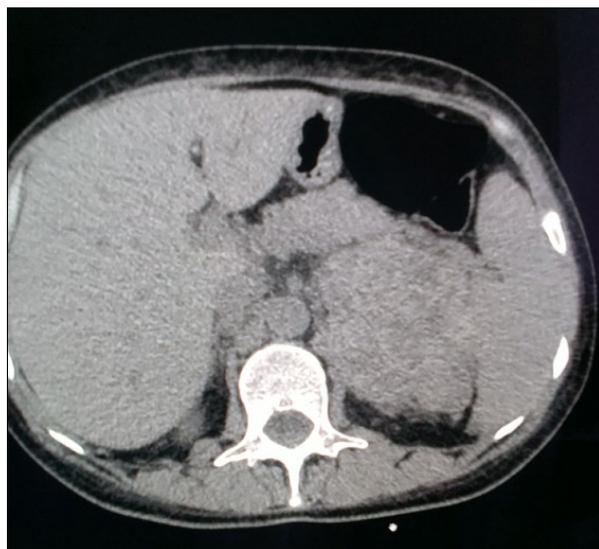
СКТ брюшной полости (аксиальный срез)
